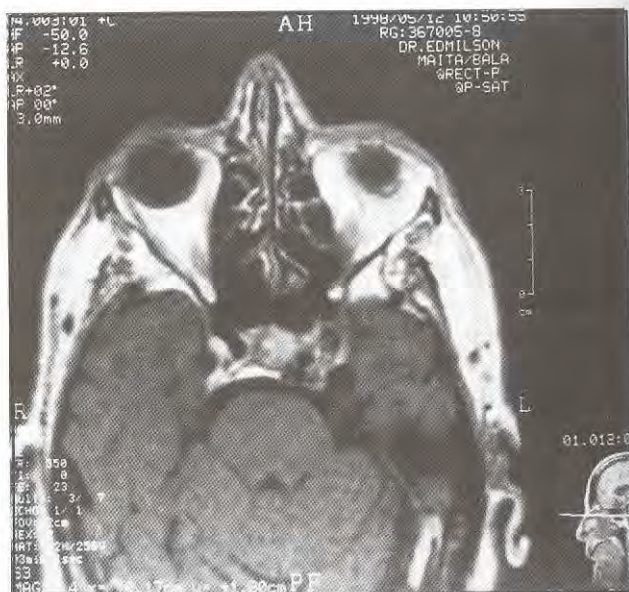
Ressonância nuclear magnética em fase T1 mostra alargamento e aumento de densidade do seio cavernoso esquerdo.
